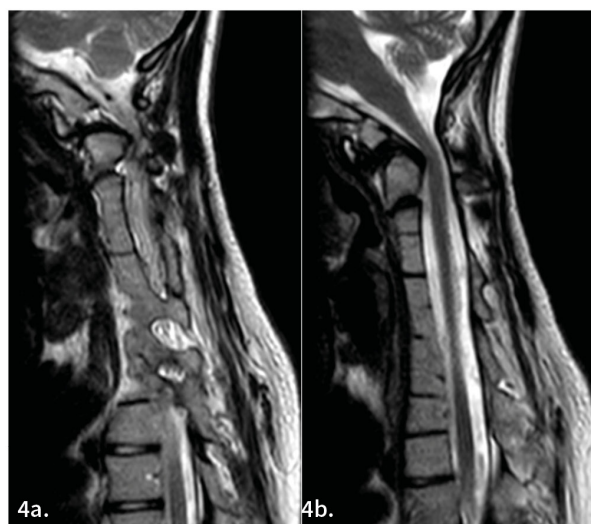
a, b. Resonancia magnética simple de columna cervical, corte sagital en secuencia T2. Se identifica angulación de la médula espinal a nivel de la pseudoartrosis que provoca compresión medular.
